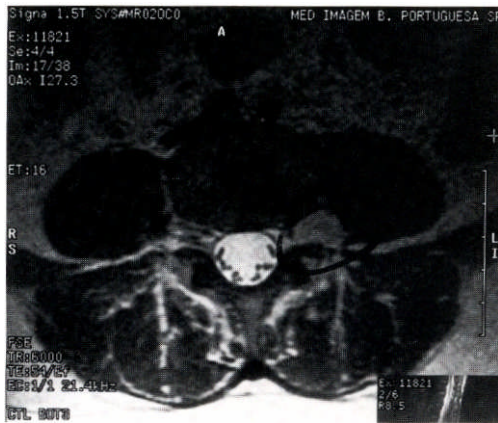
Ressonância magnética mostrando o Schwannoma benigno.
